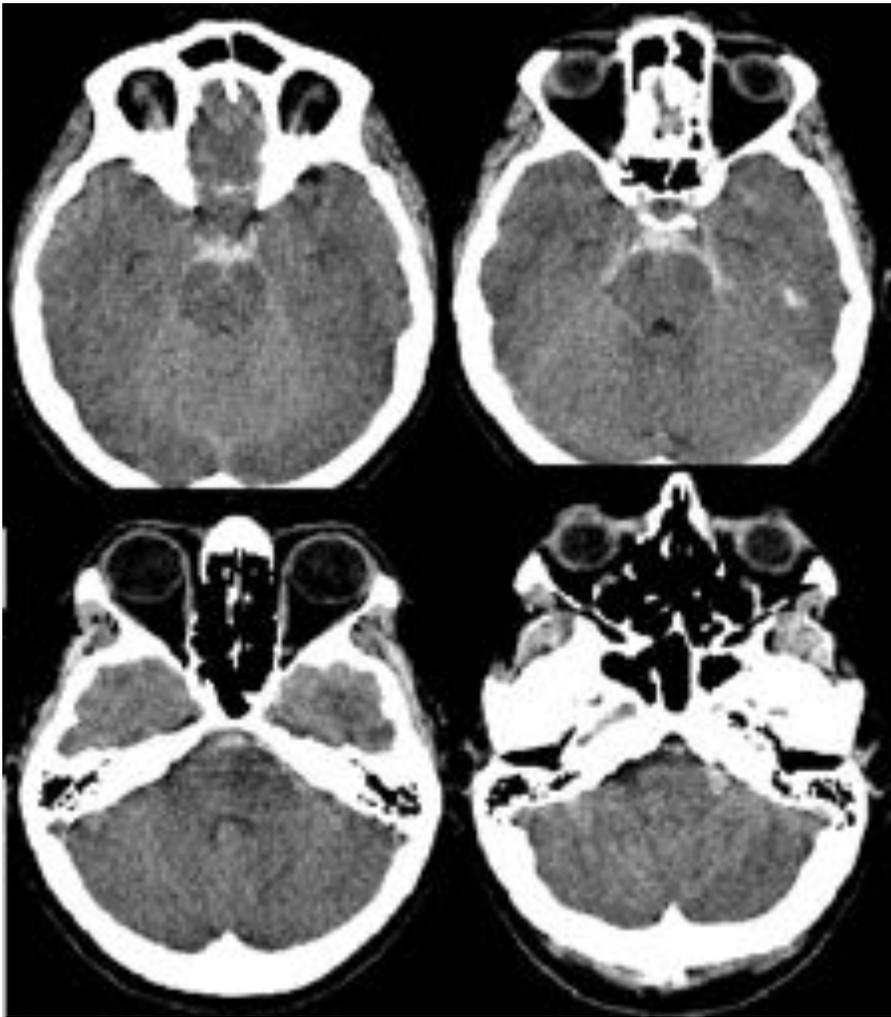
Cefalea brusca con náuseas. TC sin contraste muestra HSA en cisterna supraselar, interpeduncular, ambas cisternas ambiens, prepontina y del ángulo pontocerebeloso izquierdo, sin evidencia de aneurismas en angio-TC.
